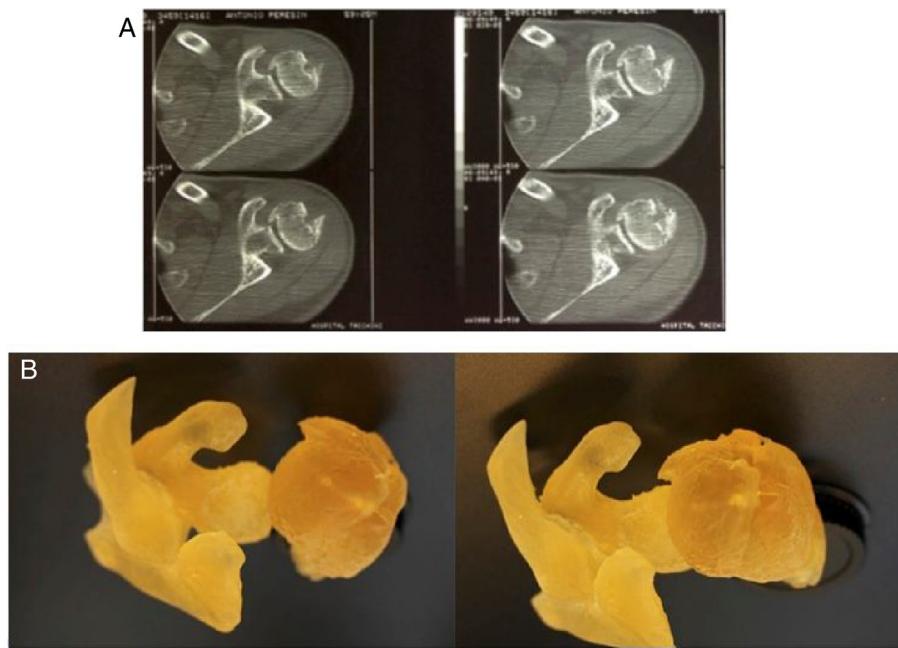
A, tomografia computadorizada demonstra deformidade articular; B, prototipagem demonstra bloqueio ósseo da mobilidade.
